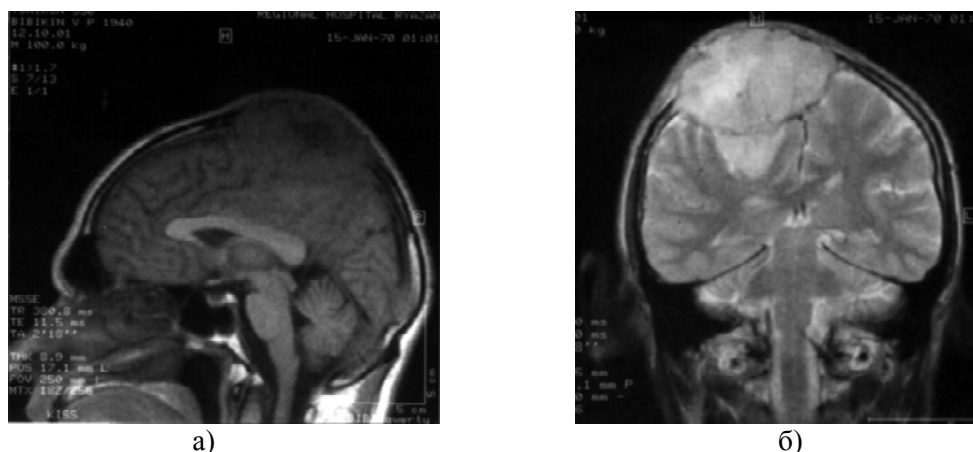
МР-томограммы головного мозга больного Б. В правой и частично левой теменной области парасагиттальной обнаружено дополнительное образование размером 7×7,5×8 см с четкими контурами, неоднородное по структуре и сигналу, разрушающее в этой зоне кости свода черепа. На T1ВИ (а) образование имеет сигнал пониженной интенсивности с небольшим участком высокого сигнала в центре (кровоизлияние). На T2ВИ (б) сигнал повышенной интенсивности с зоной высокого сигнала в центре за счет полости кистозного характера. По нижнему контуру данного образования отмечается выраженный перифокальный отек. Срединные структуры мозга смещены влево на 0,7 см, правый боковой желудочек деформирован.
